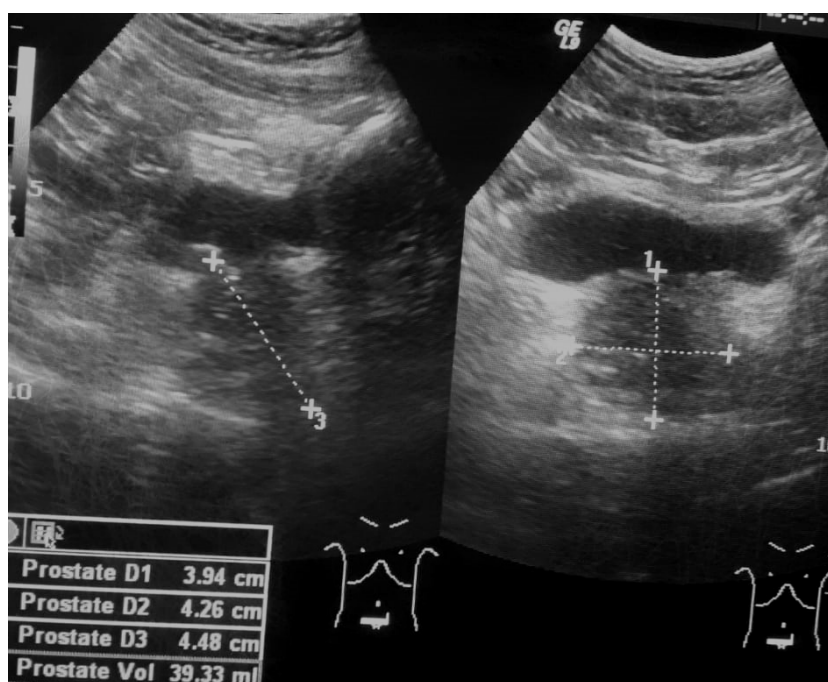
Трансабдоминальное УЗИ простаты
